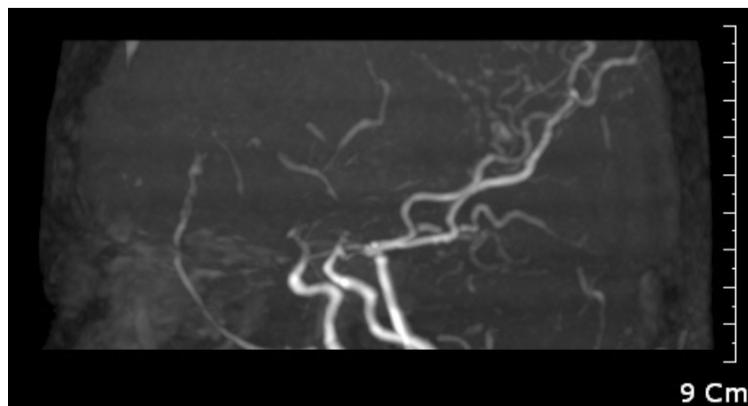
Brain magnetic resonance angiography reveals moyamoya vessels with total occlusion of the both supraclinoid internal carotid arteries.
